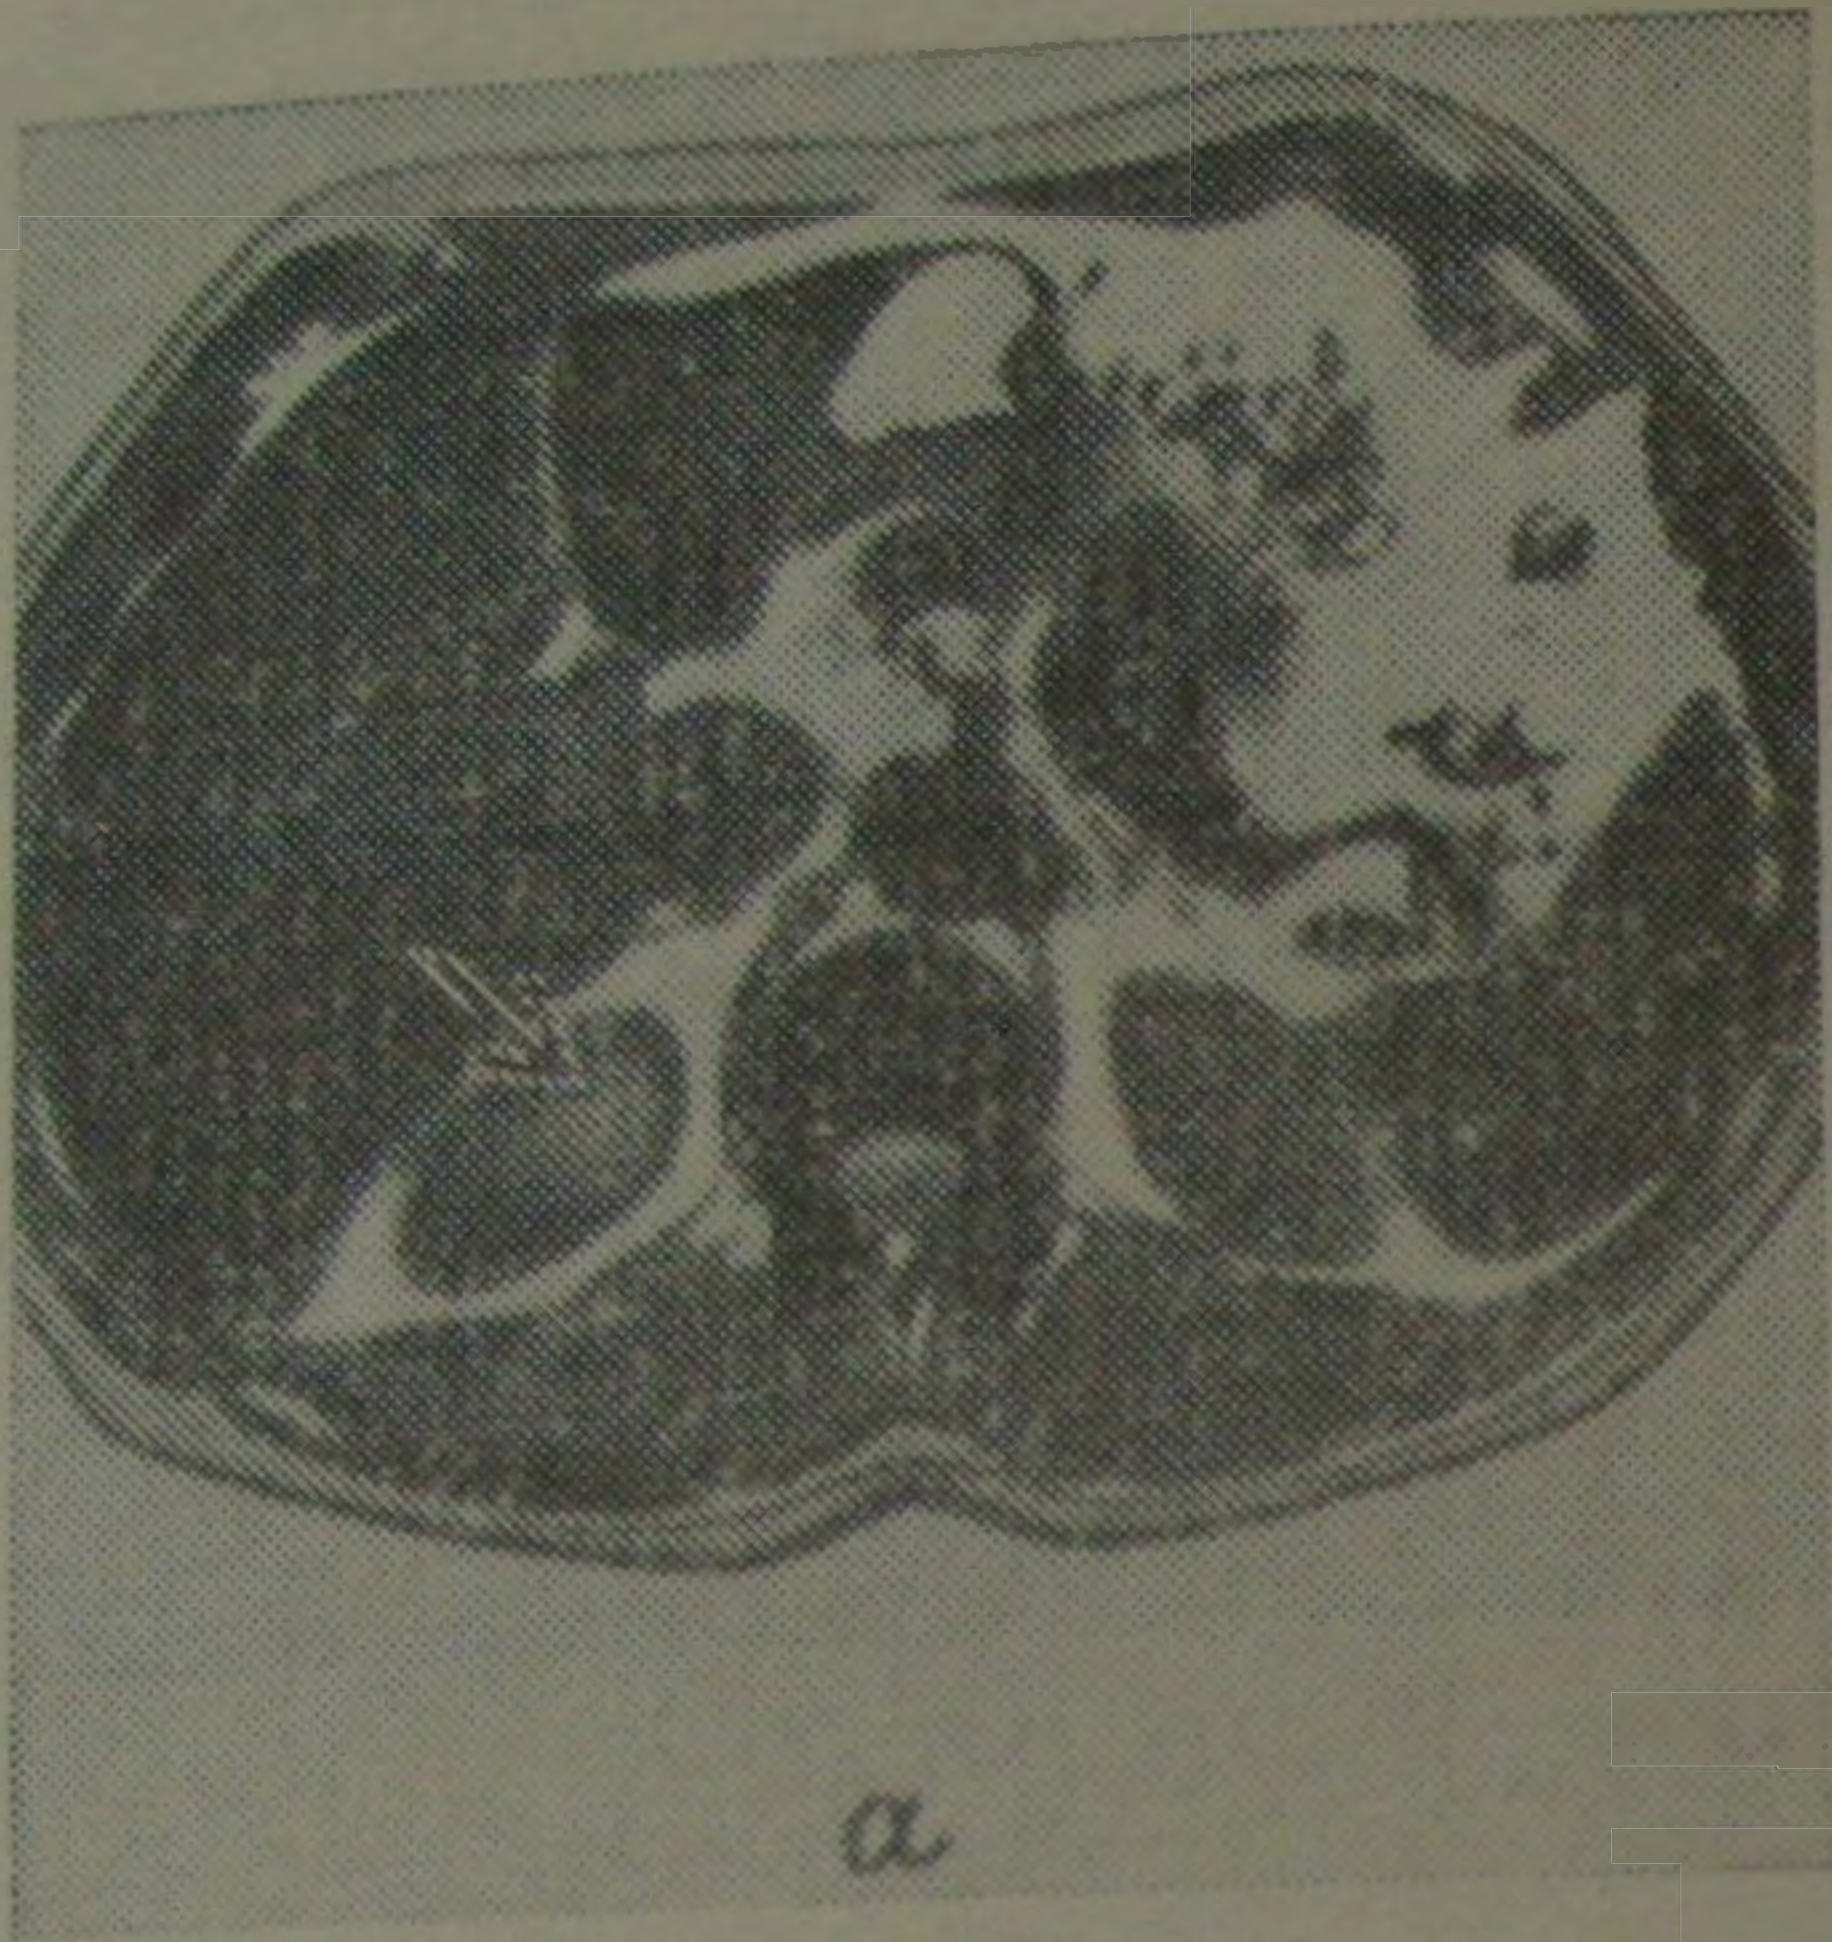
Компьютерная томограмма:
